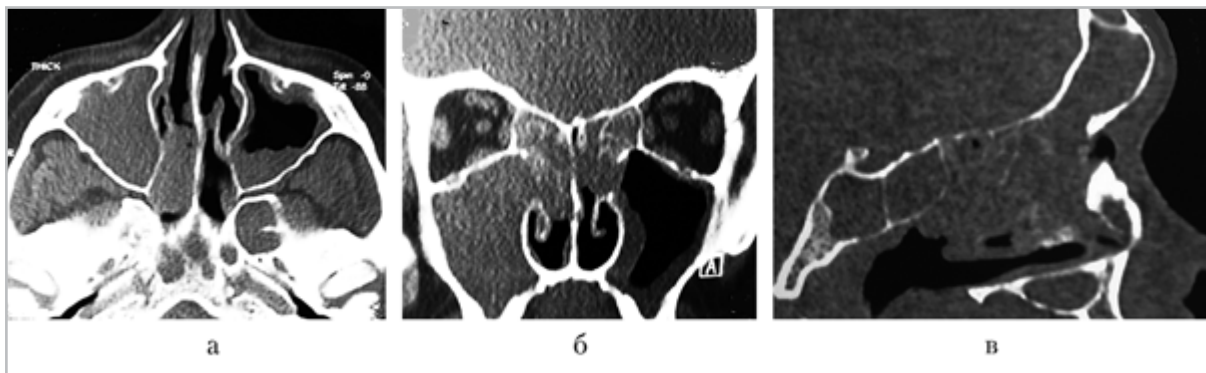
Компьютерные томограммы пациента С., 32 года, при поступлении в стационар (а — аксиальная проекция; б — корональная проекция; в — сагиттальная проекция) — все околоносовые пазухи тотально и субтотально заполнены жидкостным и мягкотканым содержимым
